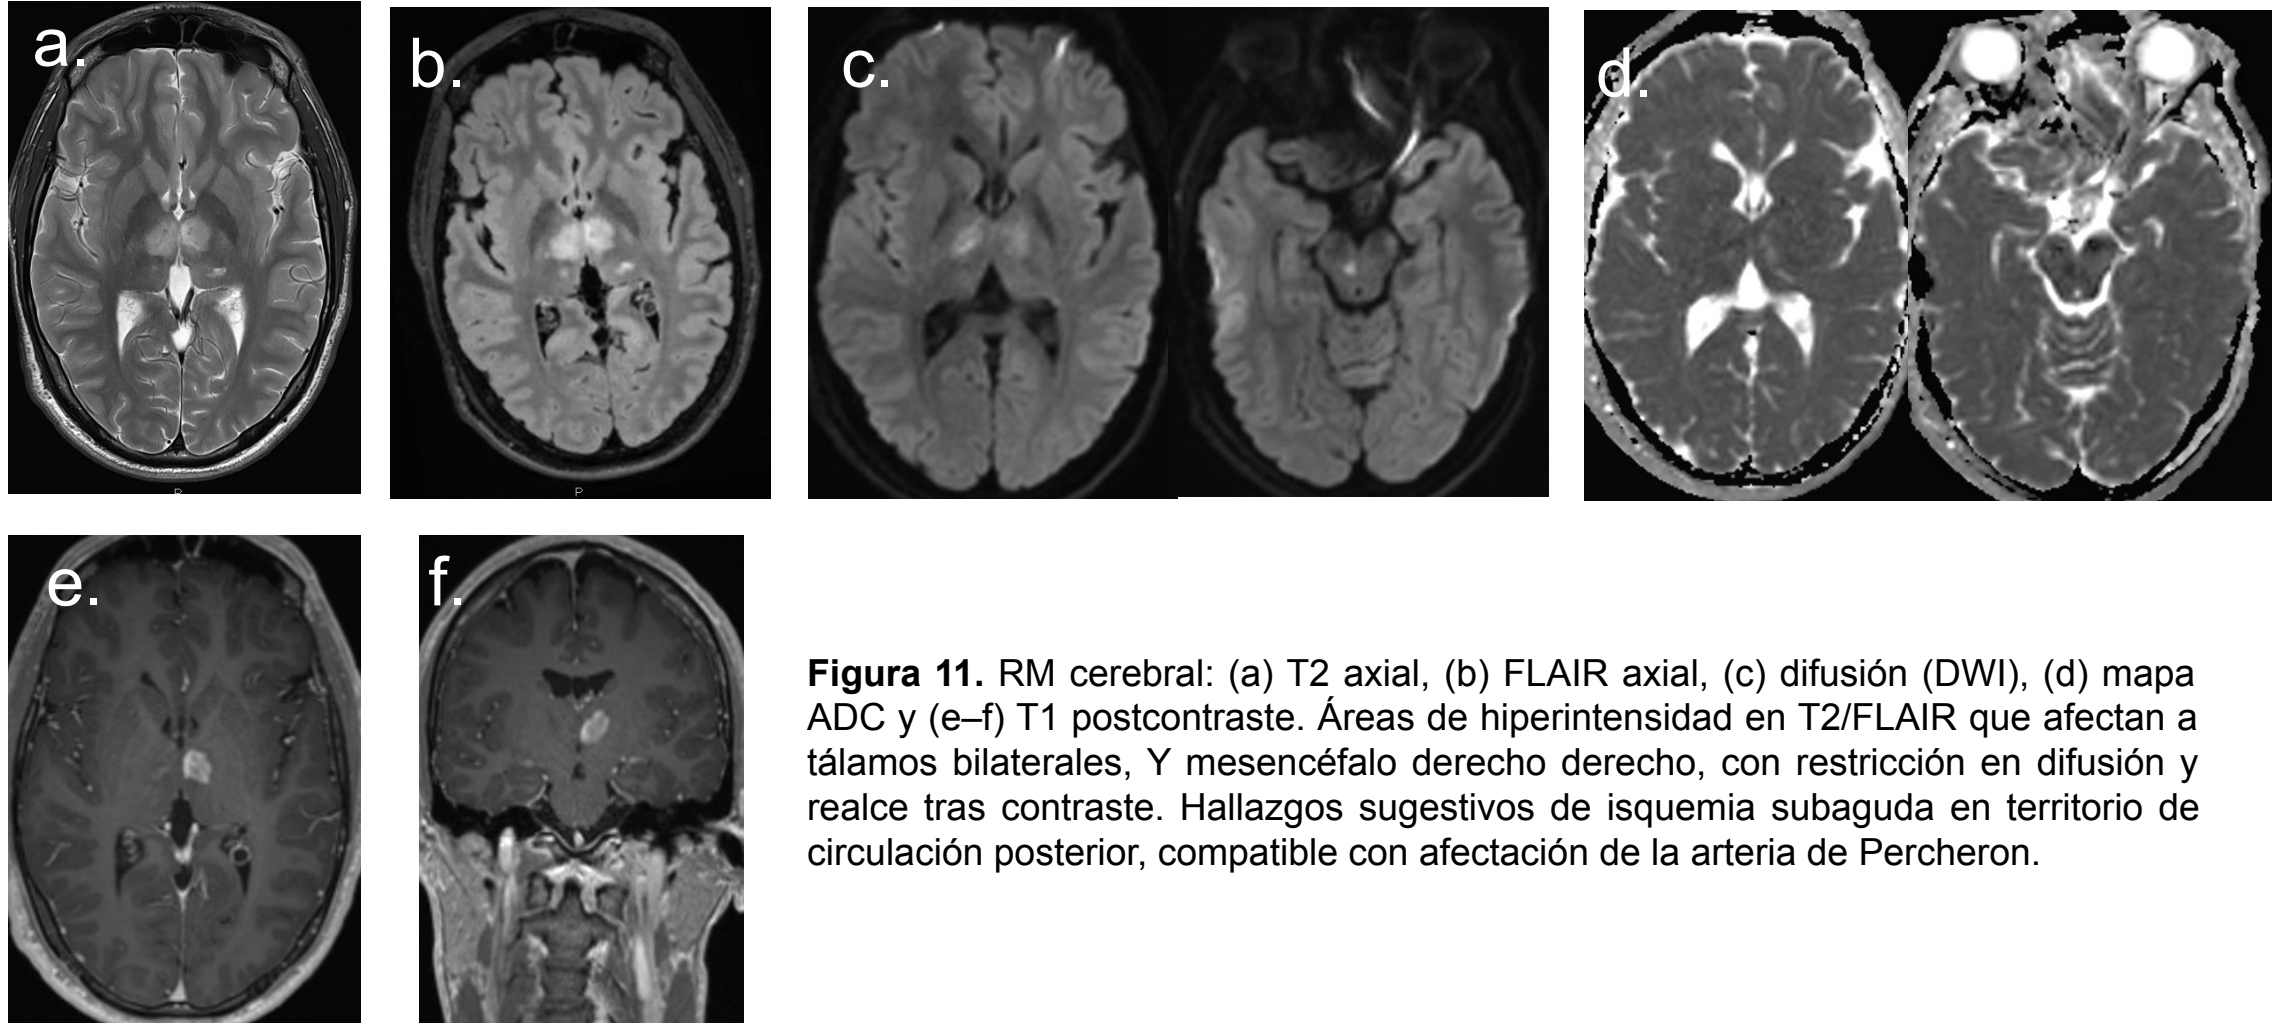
RM cerebral: (a) T2 axial, (b) FLAIR axial, (c) difusión (DWI), (d) mapa ADC y (e–f) T1 postcontraste. Áreas de hiperintensidad en T2/FLAIR que afectan a tálamos bilaterales, Y mesencéfalo derecho derecho, con restricción en difusión y realce tras contraste. Hallazgos sugestivos de isquemia subaguda en territorio de circulación posterior, compatible con afectación de la arteria de Percheron.
